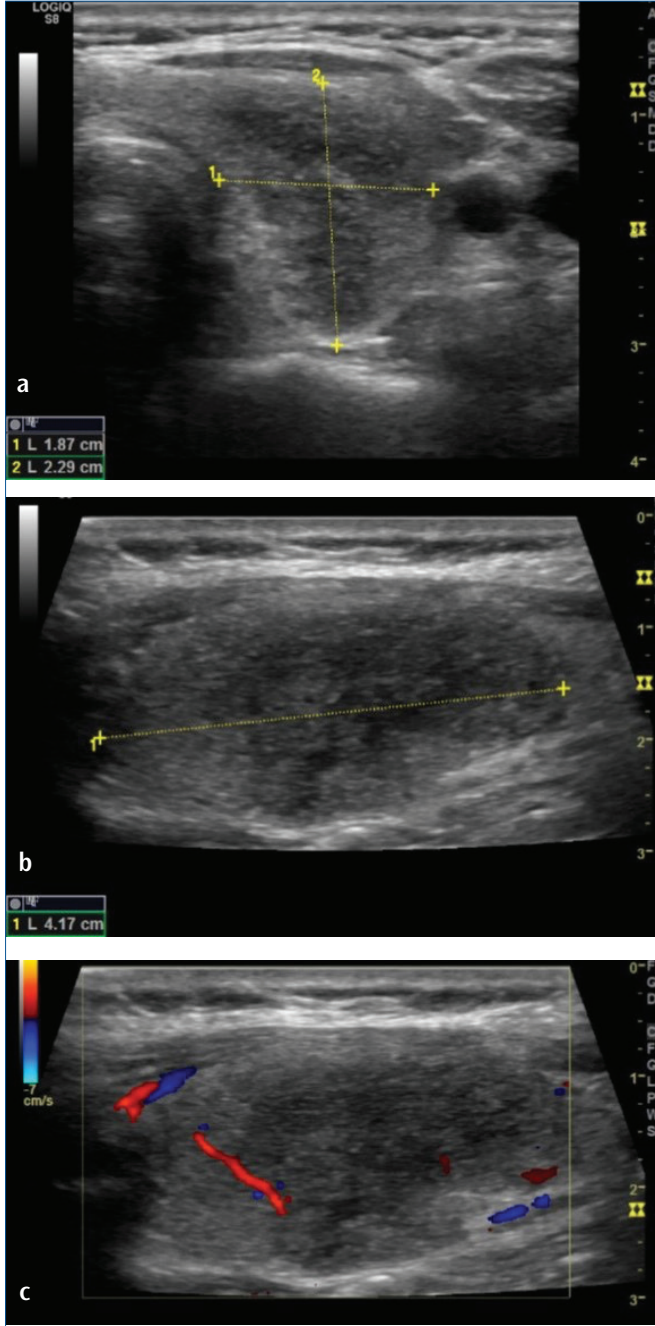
a, b. De Quervain tiroiditi. Tiroid lojunda lokal ağrı tarifleyen genç kadın hastanın tiroid bezi sağ lobunun transvers gri skala (a) ve sagittal power Doppler ultrasonografisi (b) görüntülerinde, bezin uzun aksına paralel seyreden, power Doppler'de hipovasküler karakterde, düşük ekolu tiroidit alanı izleniyor.
